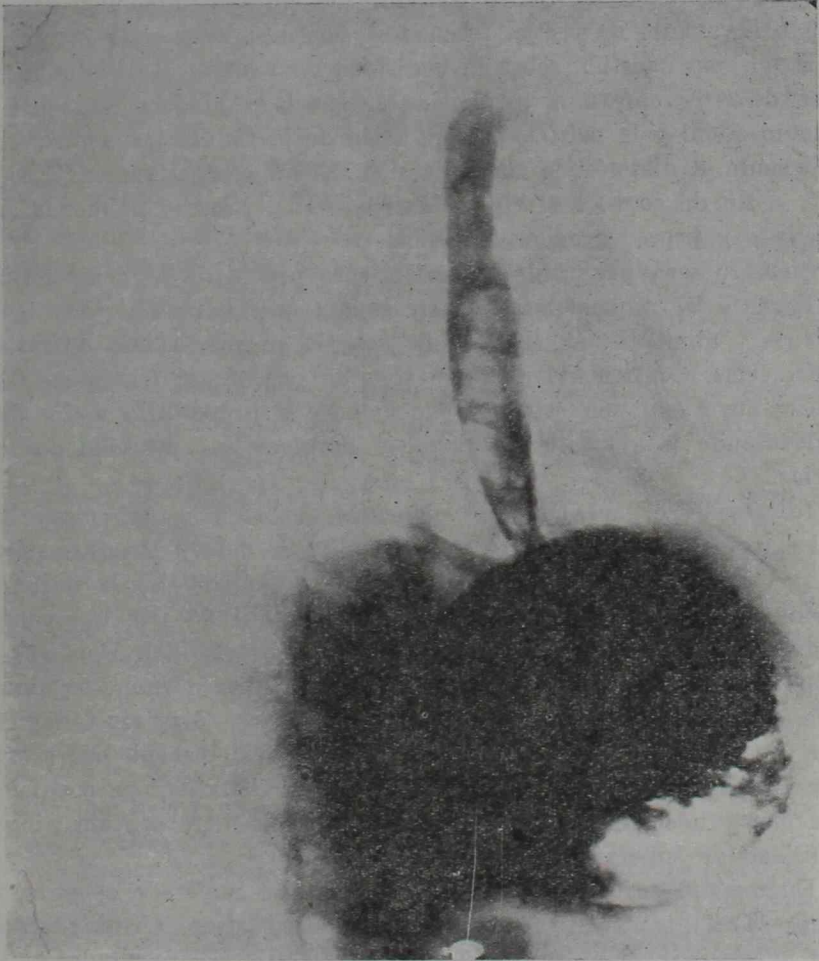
Radiografía obtenida por el Dr. Sofío Calisti al año de la intervención, mostrando un esófago completamente normal en tamaño y calibre, estando el niño clínicamente normal.
